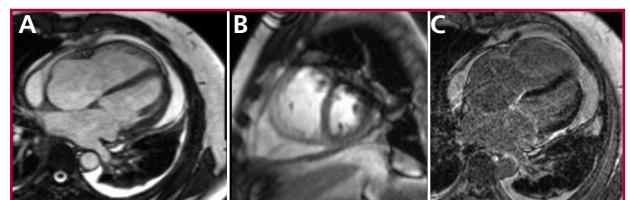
Resonancia magnética cardíaca: A: se evidencia derrame pericárdico leve a moderado. B: Desplazamiento septal hacia el ventrículo en inspiración forzada. C: Realce tardío a nivel del pericardio.
